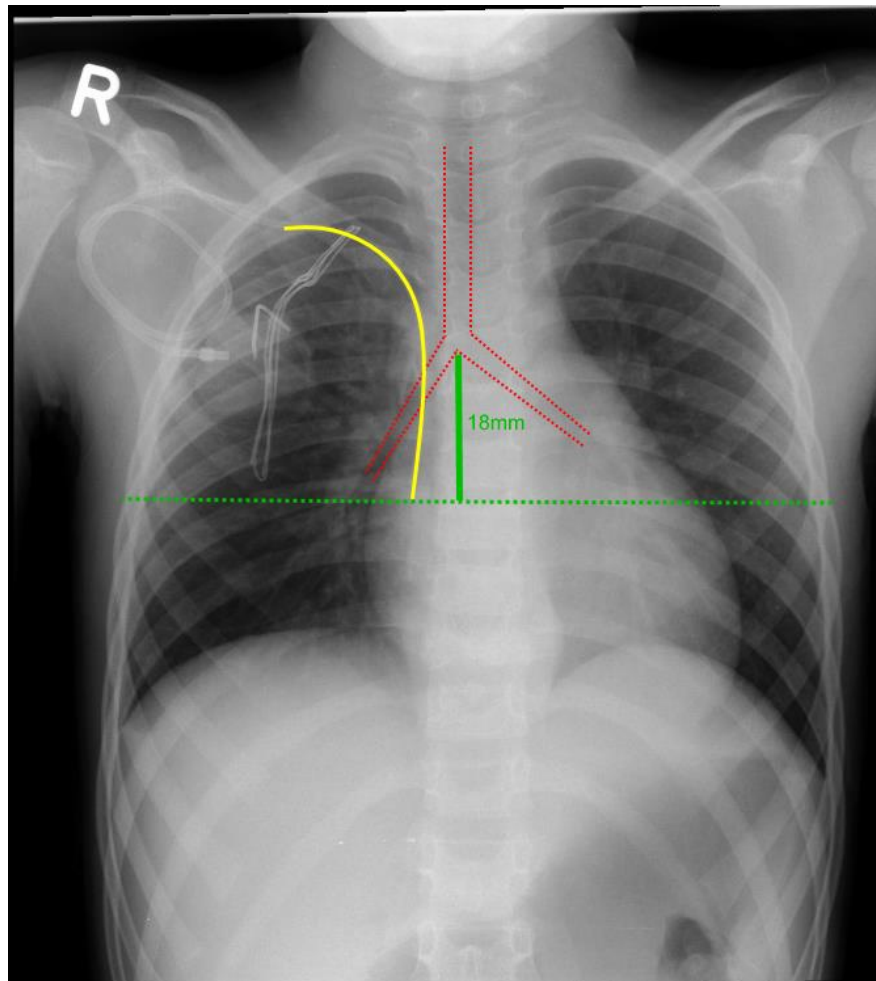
Abstand der Katheterspitze von der Carina (in mm) im Röntgenbild Thorax
